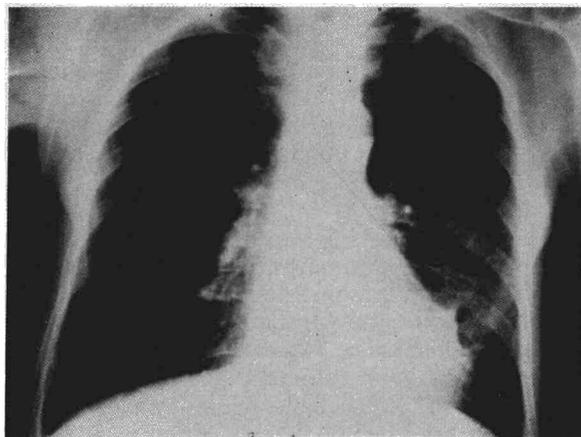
Radiografía posteroanterior de tórax con evolución favorable, al mes de ser practicada la de la fig. 4.
